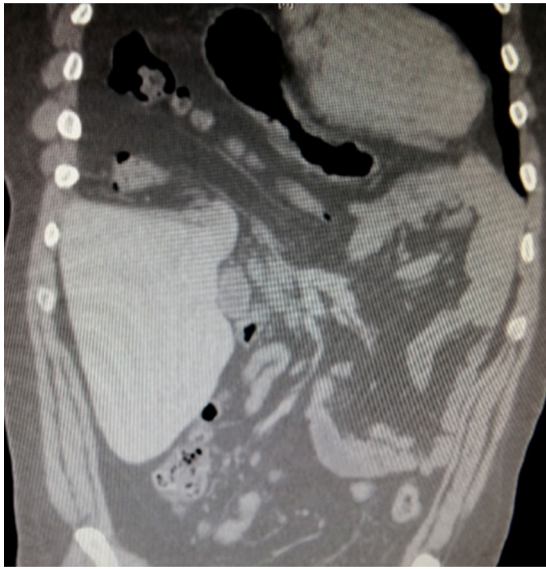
Tomografía axial computada. Viscera hueca en hemitórax derecho.
